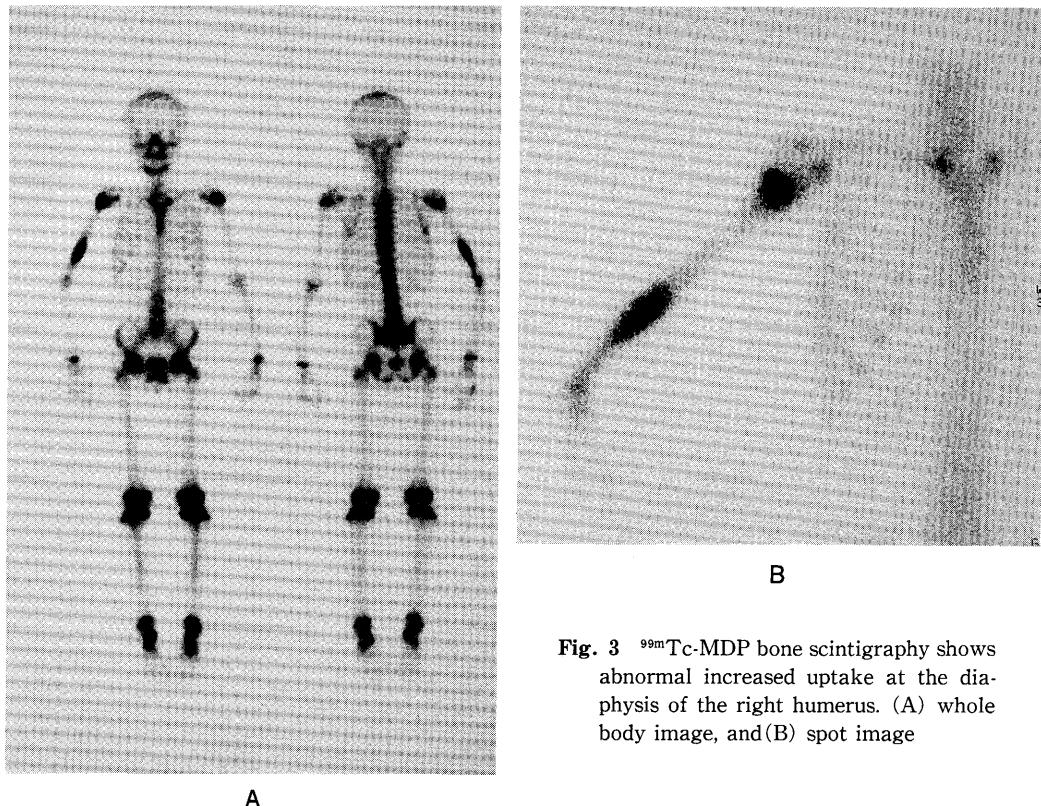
^{99m}Tc -MDP bone scintigraphy shows abnormal increased uptake at the diaphysis of the right humerus. (A) whole body image, and (B) spot image
